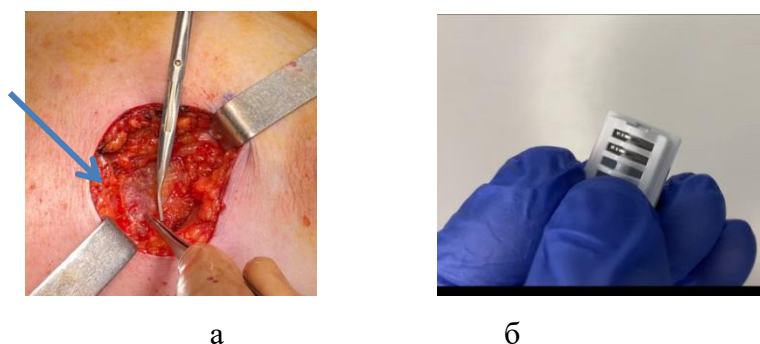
Методика установки рентгенконтрастных клипс в ложе удаленной опухоли
